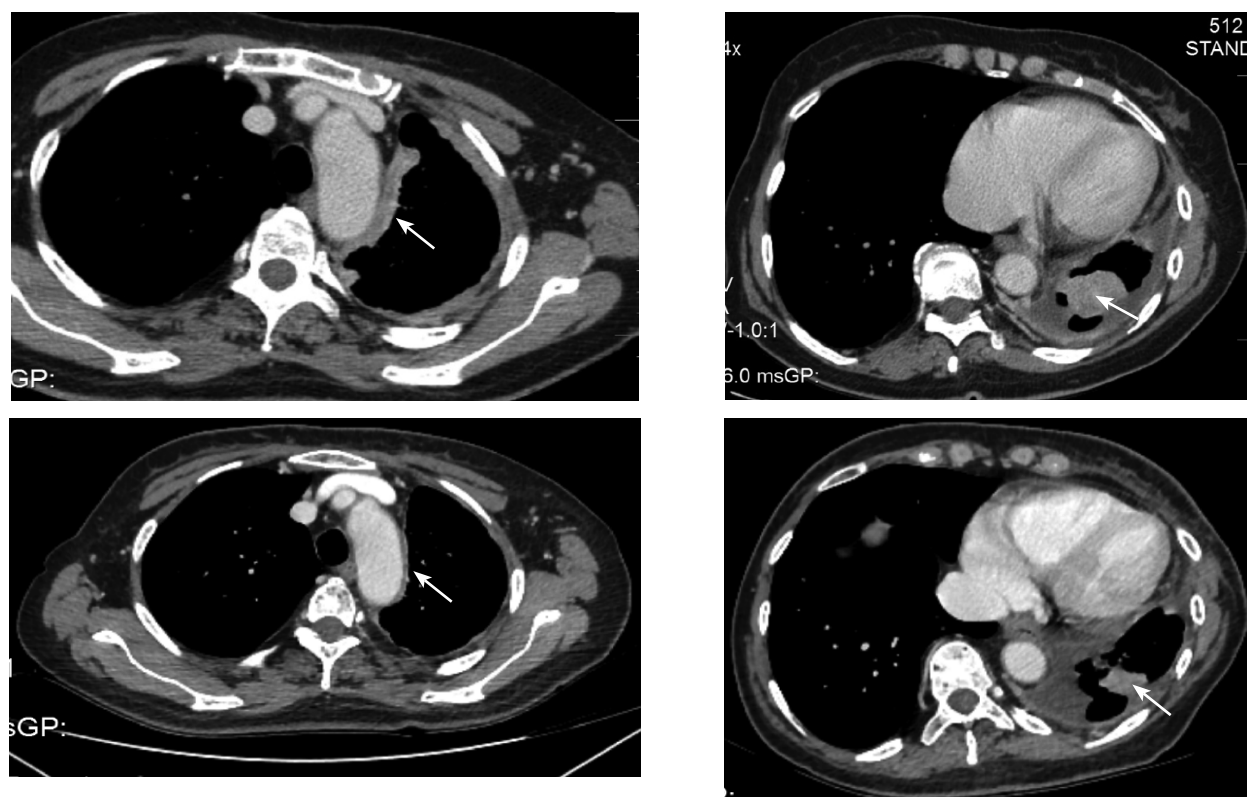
Пациентка Л., 1947 г.р. Состояние после оперативного лечения (левосторонней нижнедолевой лобэктомии по поводу аденокарциномы легкого). КТ-признаки левостороннего плеврального выпота (до ~1200 мл) с коллапсированием смежных отделов легочной ткани, канцероматоза плевры слева со значительной положительной динамикой за период наблюдения в течение трех месяцев на фоне химиоиммунотерапии в виде уменьшения протяженности и выраженности утолщения плевральных листков (указаны стрелкой) в верхних отделах левой плевральной полости и размеров нодулярных, гиперваскулярных новообразований (указаны стрелкой) в нижних отделах левой плевральной полости (частичный ответ по критериям iRECIST)
